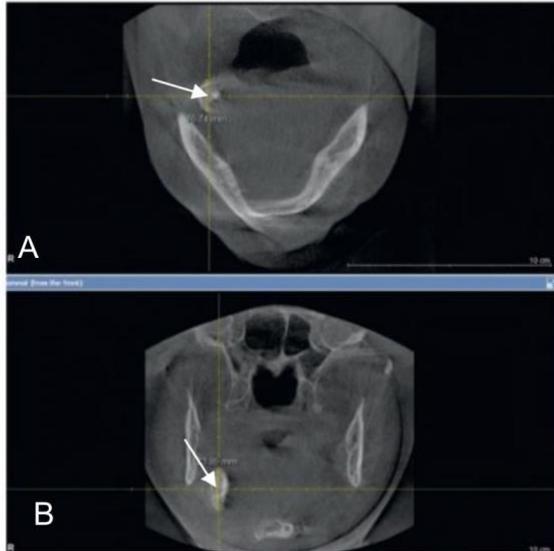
Tomografía computarizada de un sialolito submandibular (flecha blanca). A) Corte axial. B) corte coronal
